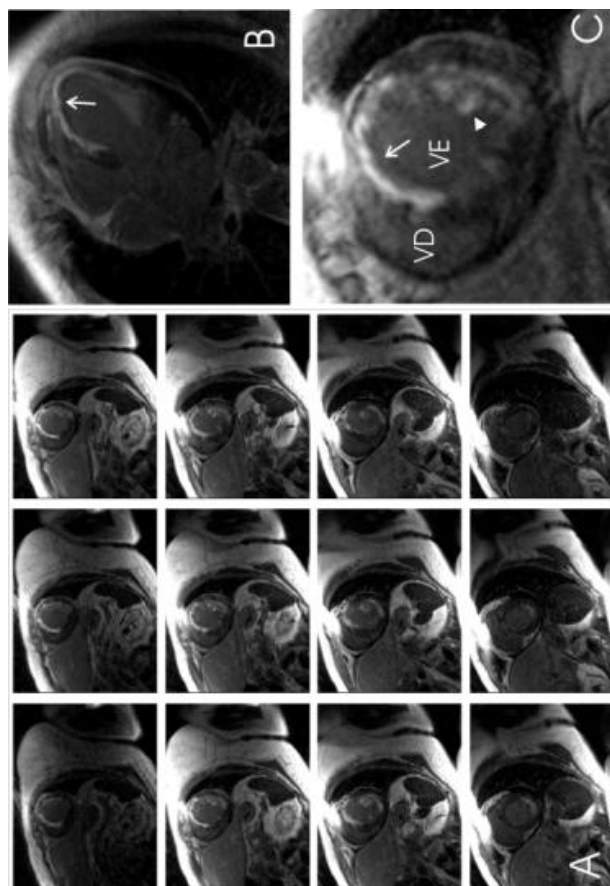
Ressonância Magnética
